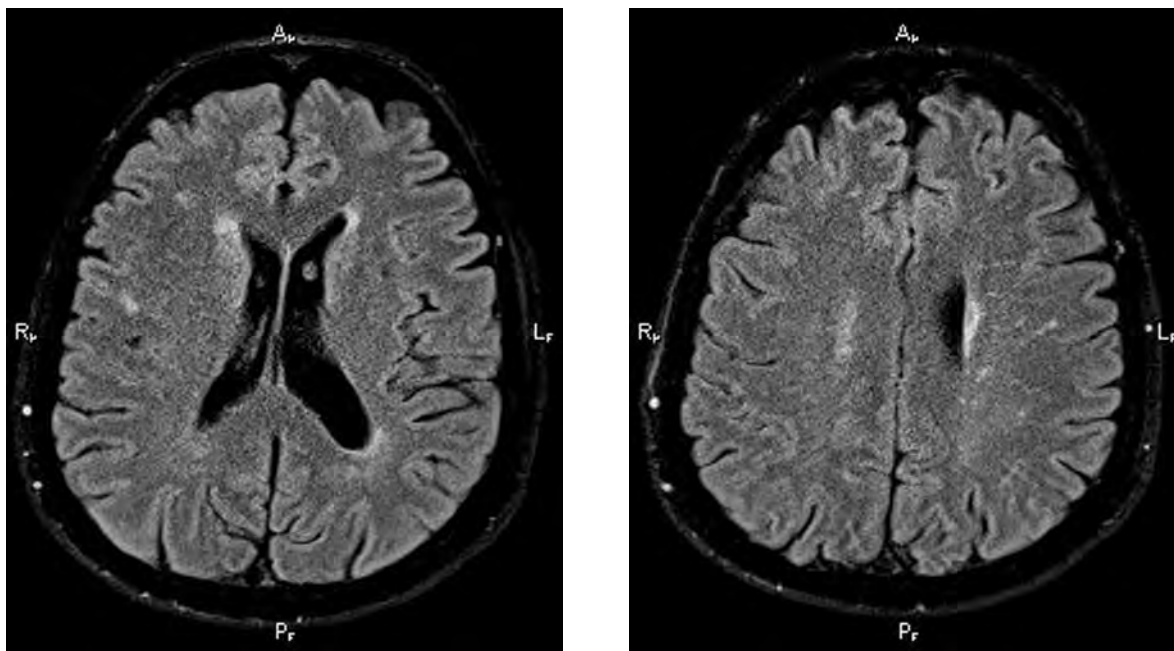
Больная С., 55 лет. МРТ головного мозга в режиме T2W с подавлением жидкости: расширение наружных ликворных пространств и желудочковой системы и множественные очаги патологического MR-сигнала сосудистого генеза в белом веществе больших полушарий, неравномерное перивентрикулярное повышение MR-сигнала.
